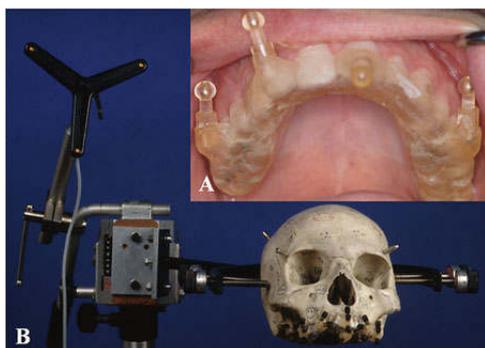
Tiefziehschiene mit Markern für CT und MRT (A) und Labormodell zur Genauigkeitsmessung (B)
